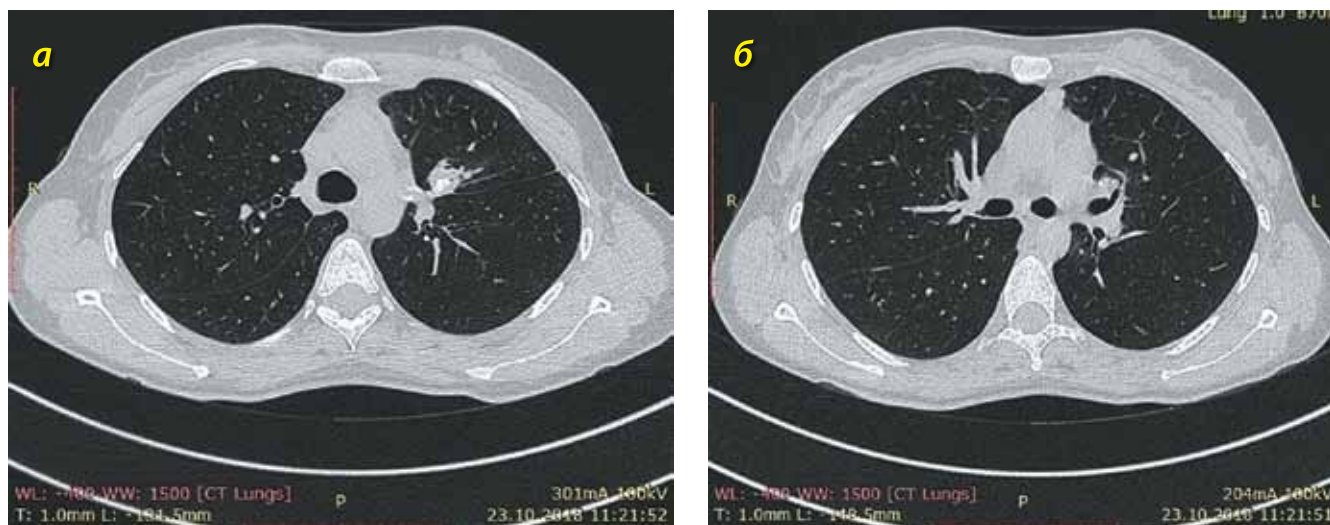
КТ органов грудной клетки пациентки от 23.10.2018 г. (пояснения в тексте)
